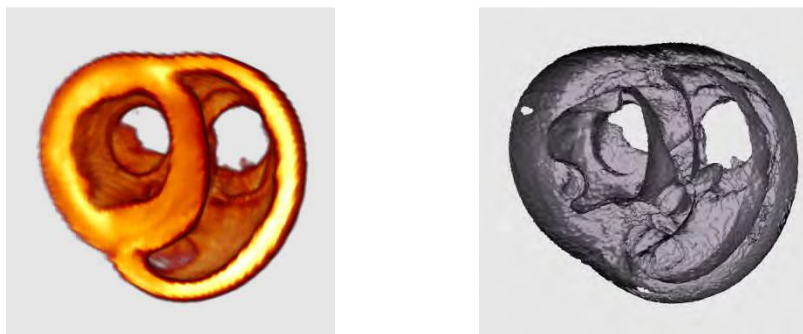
Gauche : coupe axiale au niveau de l'image $I_{IRM}(\hat{T})$.
